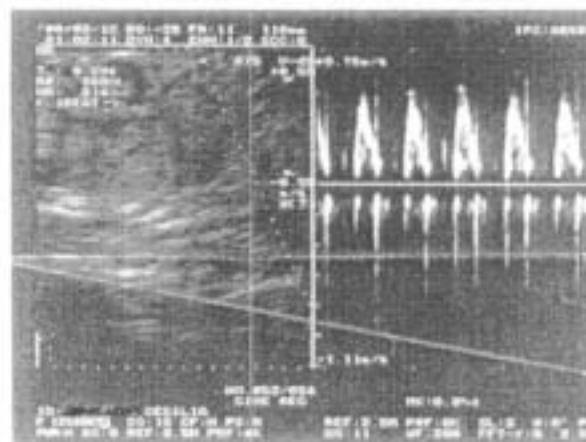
Doppler pulsado a nivel de la raíz aórtica con frecuencia de 214 latidos/minuto (caso 2).
